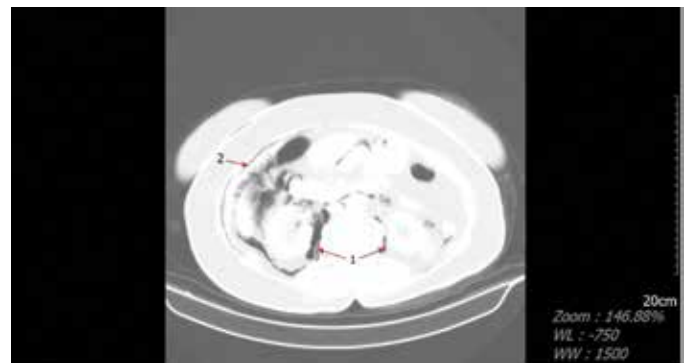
Retroperitoneal (1) and intraperitoneal (2) air on abdominal computed tomography
